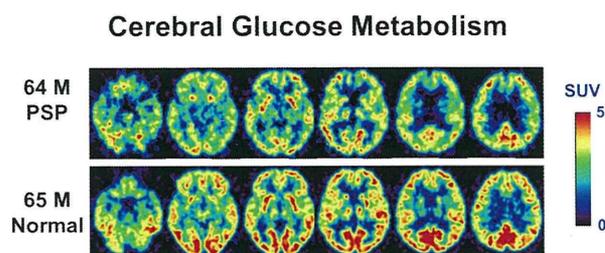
剖検で確定診断された PSP-RS と対照のブドウ糖代謝 PET。前帯状回・前頭弁
